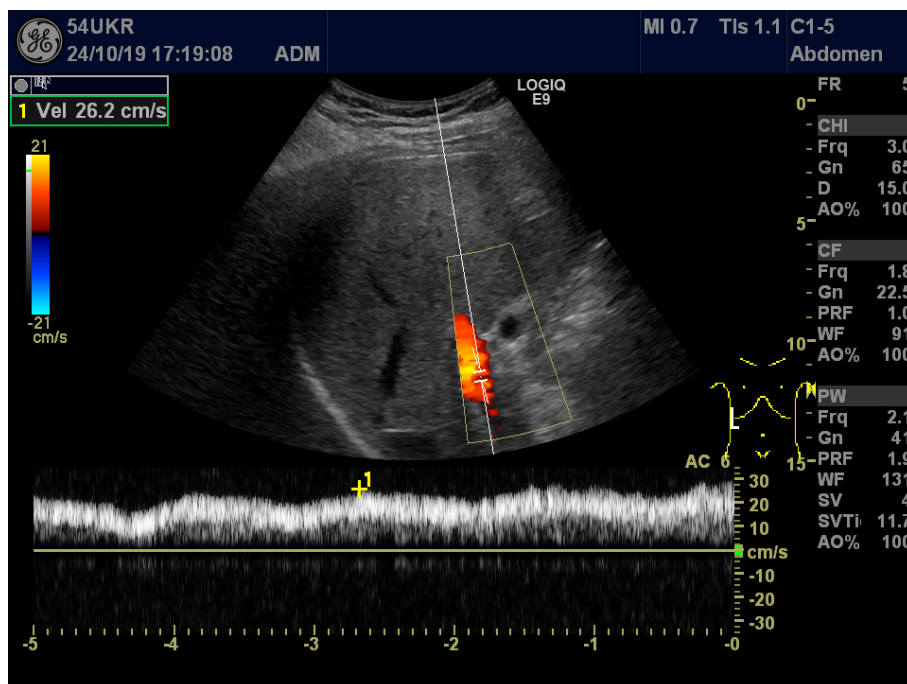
Dopplersonographie der Pfortader in Triplex-Technik (B-Bild + Farbdoppler + Spektraldoppler). Gemessen wurde die maximale Flussgeschwindigkeit auf Höhe der Leberarterie nach Winkelkorrektur. Hier im Beispiel betrug die PVv 26,2 cm/s. Zu beachten ist eine atemabhängige Undulation des Pfortaderflusssignals.
